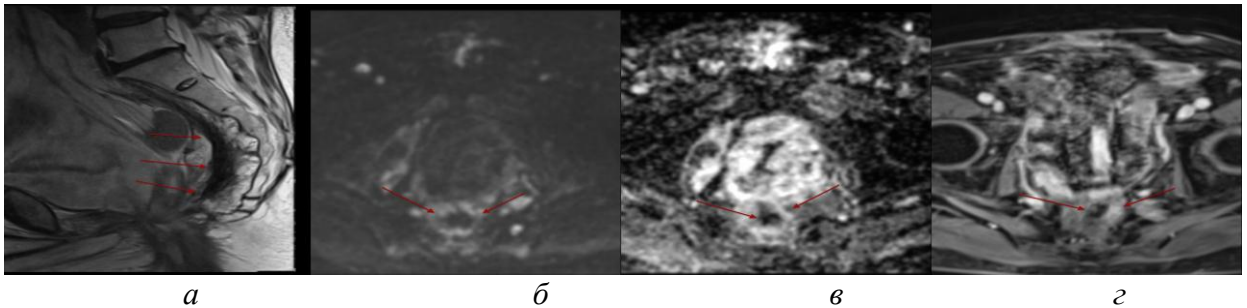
Данные мМРТ. Постлучевые, послеоперационные изменения в малом тазу. Состояние после предоперационного курса ДГТ, операции Гартмана. а) Сагиттальная томограмма, T2ВИ. В малом тазу рубцовые изменения (стрелки), представленные протяженной гипоинтенсивной зоной в пресакральном пространстве, в зоне удаленной прямой кишки и мезоректальной клетчатки. На ДВИ с высоким  $b$ -фактором (б) и ADC карте (в) отсутствует ограничение диффузии в зоне выполненного оперативного вмешательства. По данным DCE (г) патологического контрастирования в зоне интереса не выявлено.
